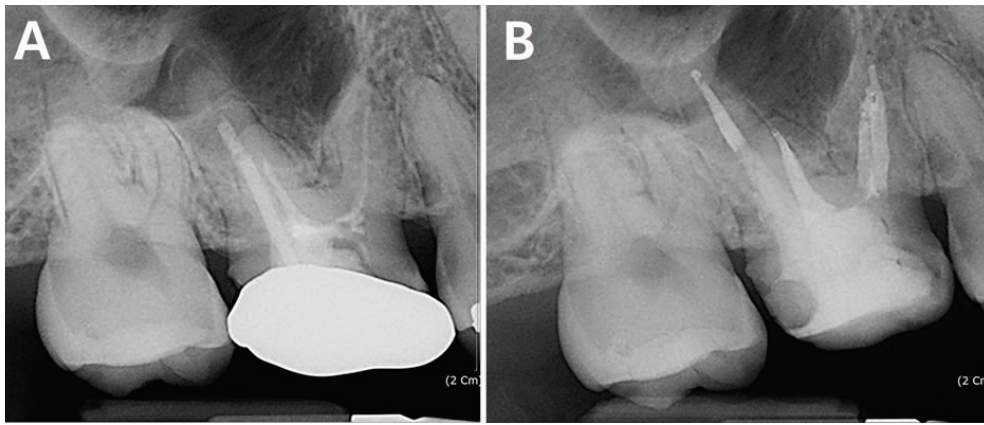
(A) 초진시 치근단 방사선 사진. (B) 재근관치료 후 치근단 방사선 사진.
